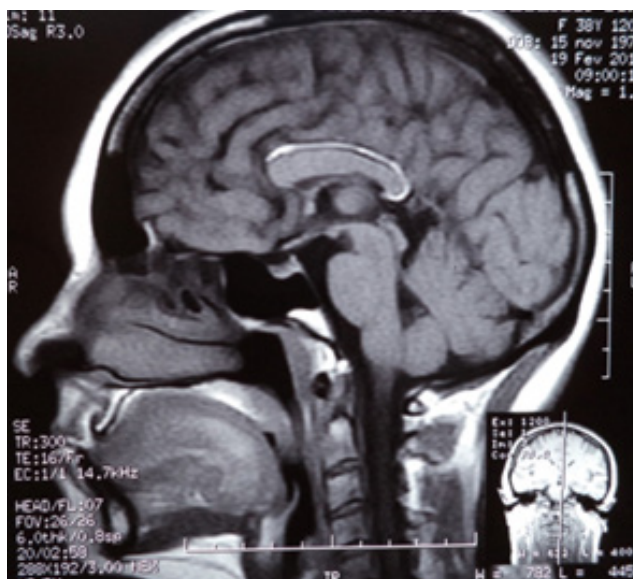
Imagem de Ressonância Magnética de Lipoma de Corpo Caloso realizado (imagem do paciente).
